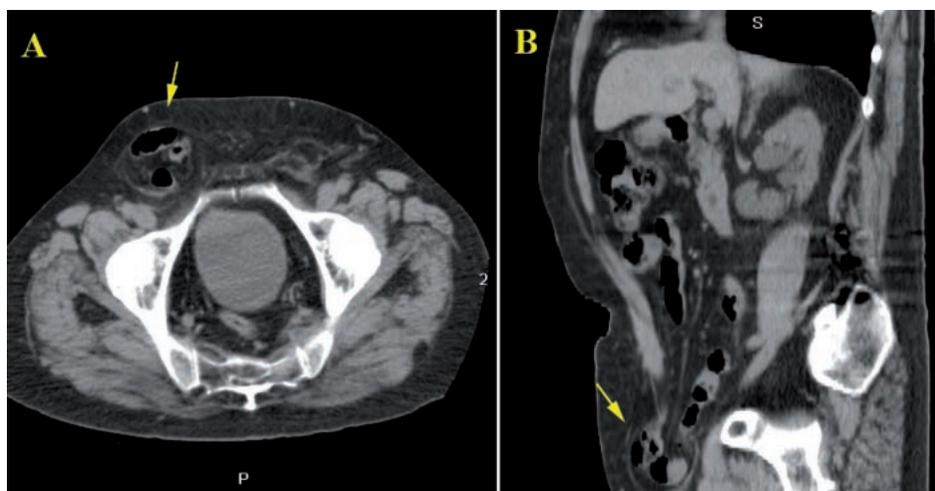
Imágenes transversal (A) y sagital (B) de TC que muestran una hernia inguinal indirecta derecha con herniación de asas intestinales de ileon y grasa abdominal sin complicaciones asociadas.
